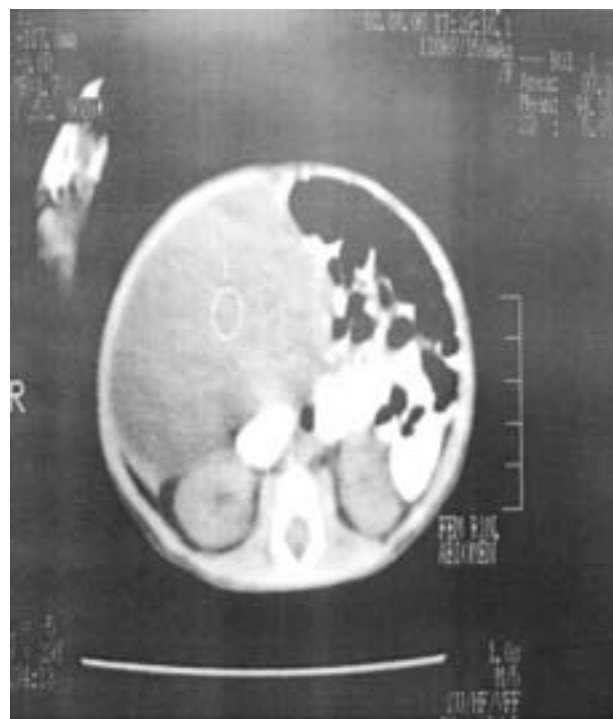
Tomografía computada, que muestra una masa abdominal intraperitoneal de característica quística, la cual rechaza completamente las asas intestinales al lado izquierdo, los riñones de características normales.
